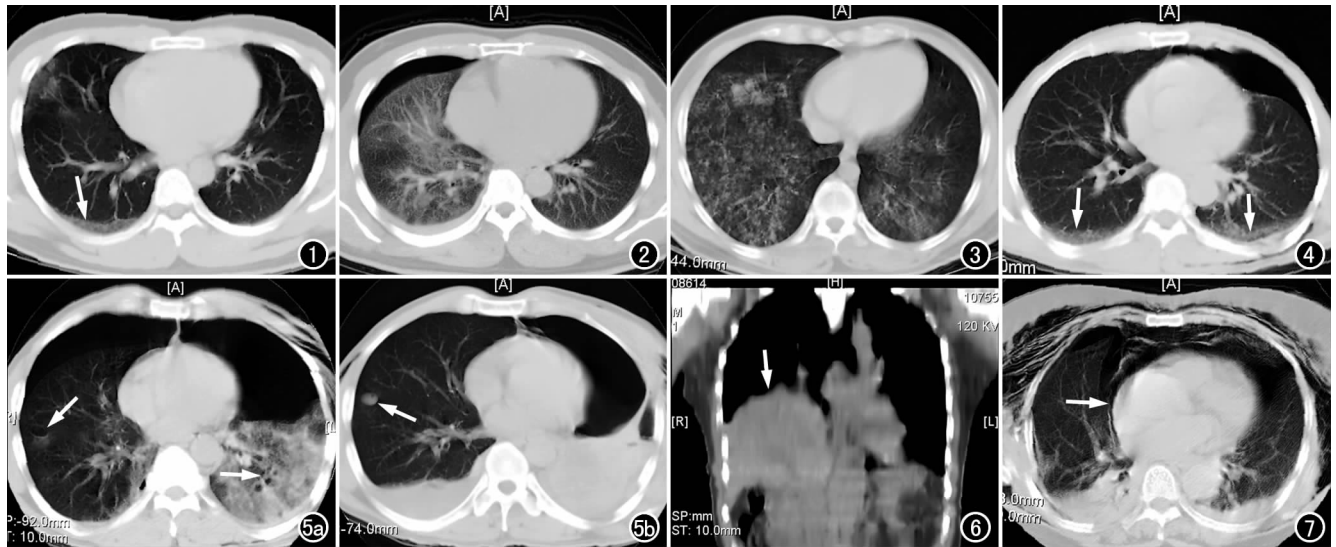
轻度肺挫伤。车祸后 40 min CT 示右下肺小片状模糊阴影,右后胸壁内侧肺新月形模糊阴影(箭),呈肺血容积效应征样改变,单侧性。图 2 中度肺挫伤。车祸后 30 min CT 示右下肺大片密度增高阴影,伴少量气胸。图 3 重度肺挫伤。车祸后 50 min CT 示双肺广泛性毛玻璃样阴影。图 4 双侧后胸壁内侧肺新月形片状模糊阴影(箭),呈双侧肺血容积效应征样改变,左侧少量气胸。图 5 重度肺挫伤。a) CT 示双下肺大片模糊阴影,伴大小不一的小肺气肿(箭),左侧大量气胸; b) 8 天后 CT 复查,示气胸基本相如,双侧血胸增多,右下肺气肿内密度增高,形成肺血肿(箭)。图 6 右侧膈疝,二维成像示右侧膈肌及肝脏明显抬高(箭)。图 7 双肺挫伤。CT 示双侧血气胸,广泛性皮下气肿,心包气肿(箭)。
